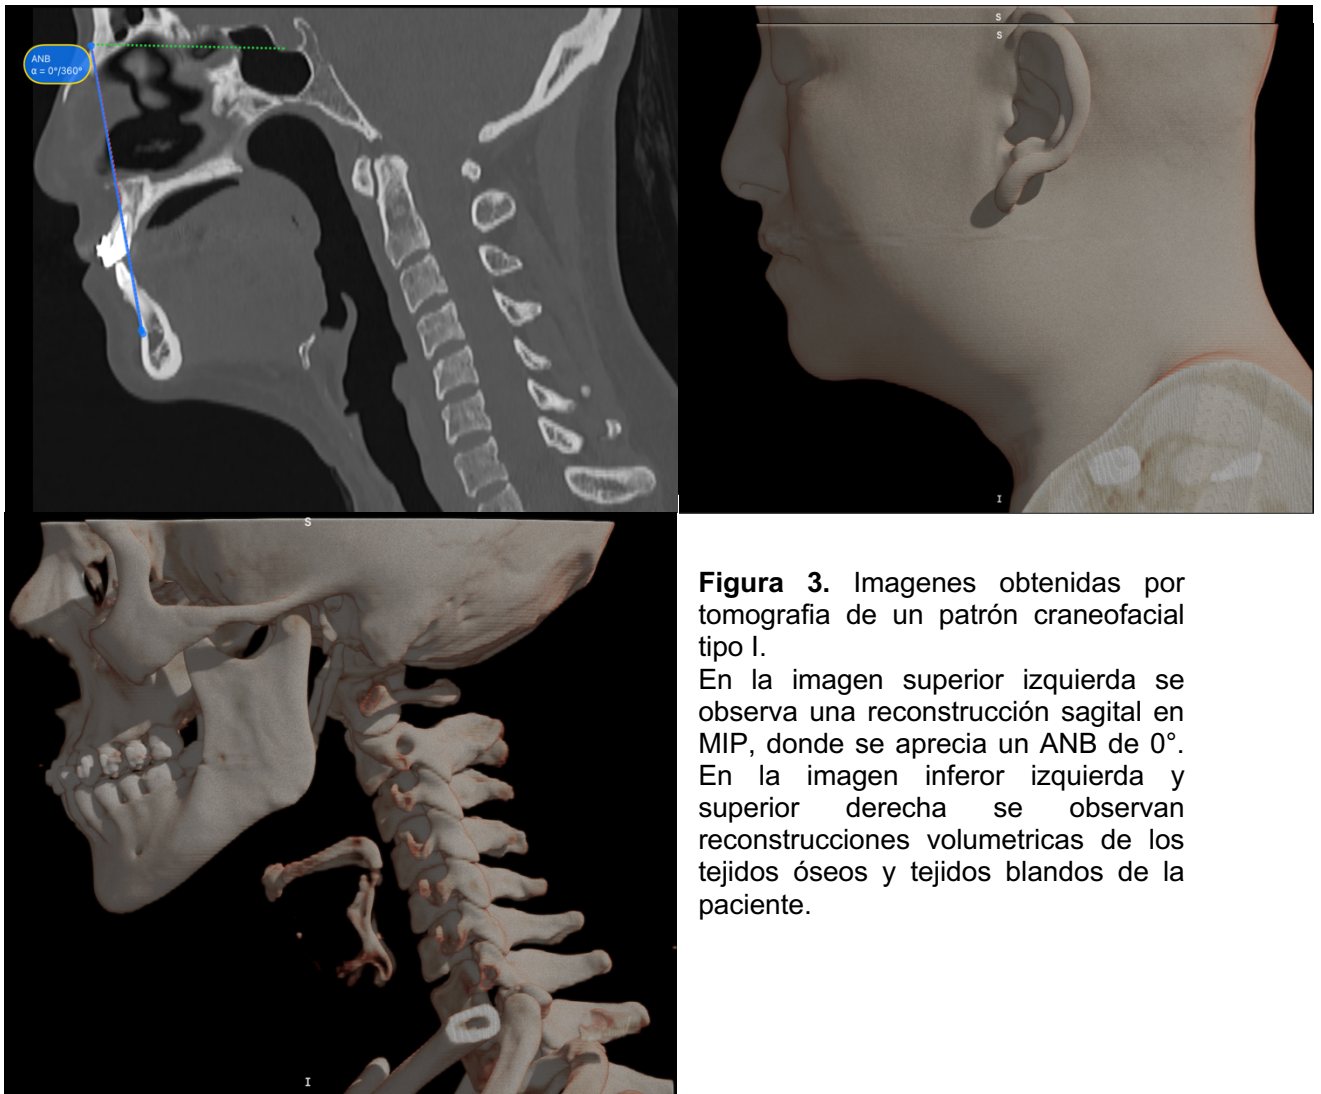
Imágenes obtenidas por tomografía de un patrón craneofacial tipo I.
